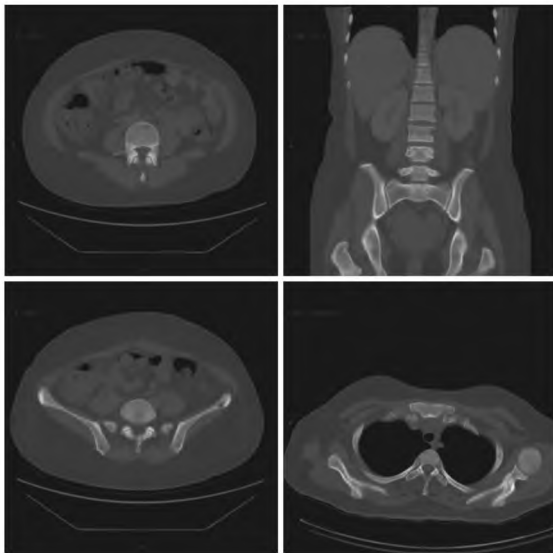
患者胸腹 CT 表现 胸骨、肋骨、椎体、骨盆多发低密度灶
